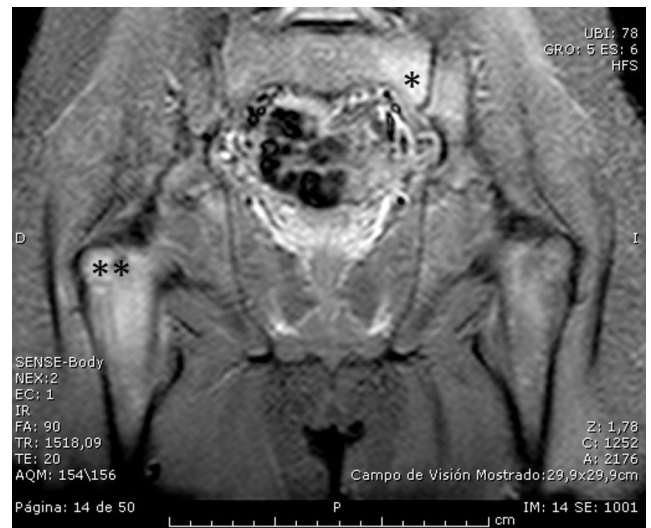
Resonancia magnética con edema óseo indicativo de sacroilítis izquierda (\*) y osteítis de fémur proximal derecho (\*\*).
